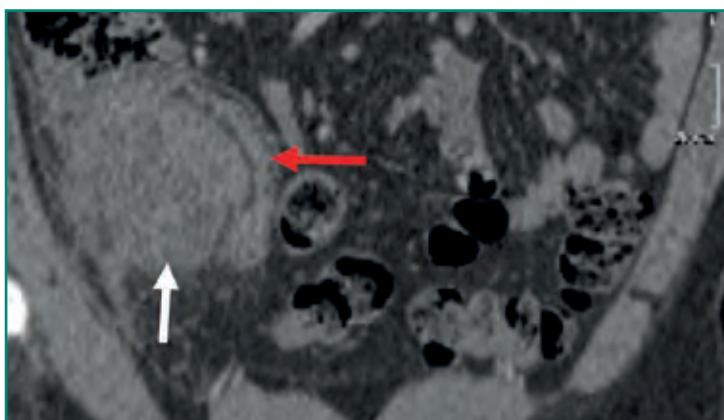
TC coronal que demuestra un apéndice inflamado (flecha roja) y un absceso (flecha blanca).
